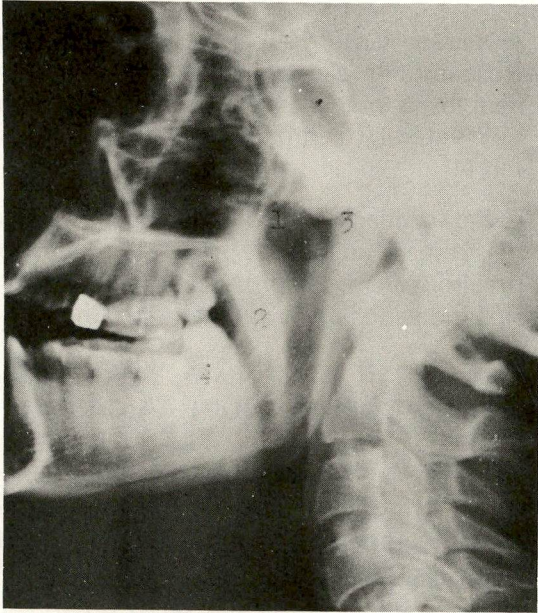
Radiografia de perfil normal. Projeção correta (chanfraduras sigmóides superpostas simetricamente). O espaço aéreo se apresenta nítido e está limitado: 1) coanas, 2) palato mole, 3) parede póstero-superior, 4) Base da língua. O espaço aéreo se reduz de amplitude pelo crescimento das lesões tumorais. Como simples referência: a sua amplitude normal, numa radiografia de perfil, corresponde mais ou menos à largura de um dedo polegar de uma pessoa de estatura média. A parede póstero-superior pode apresentar aspectos normais, ligeiramente variáveis, de caso para caso, conforme a maior ou menor superfície ondulada da mucosa.
